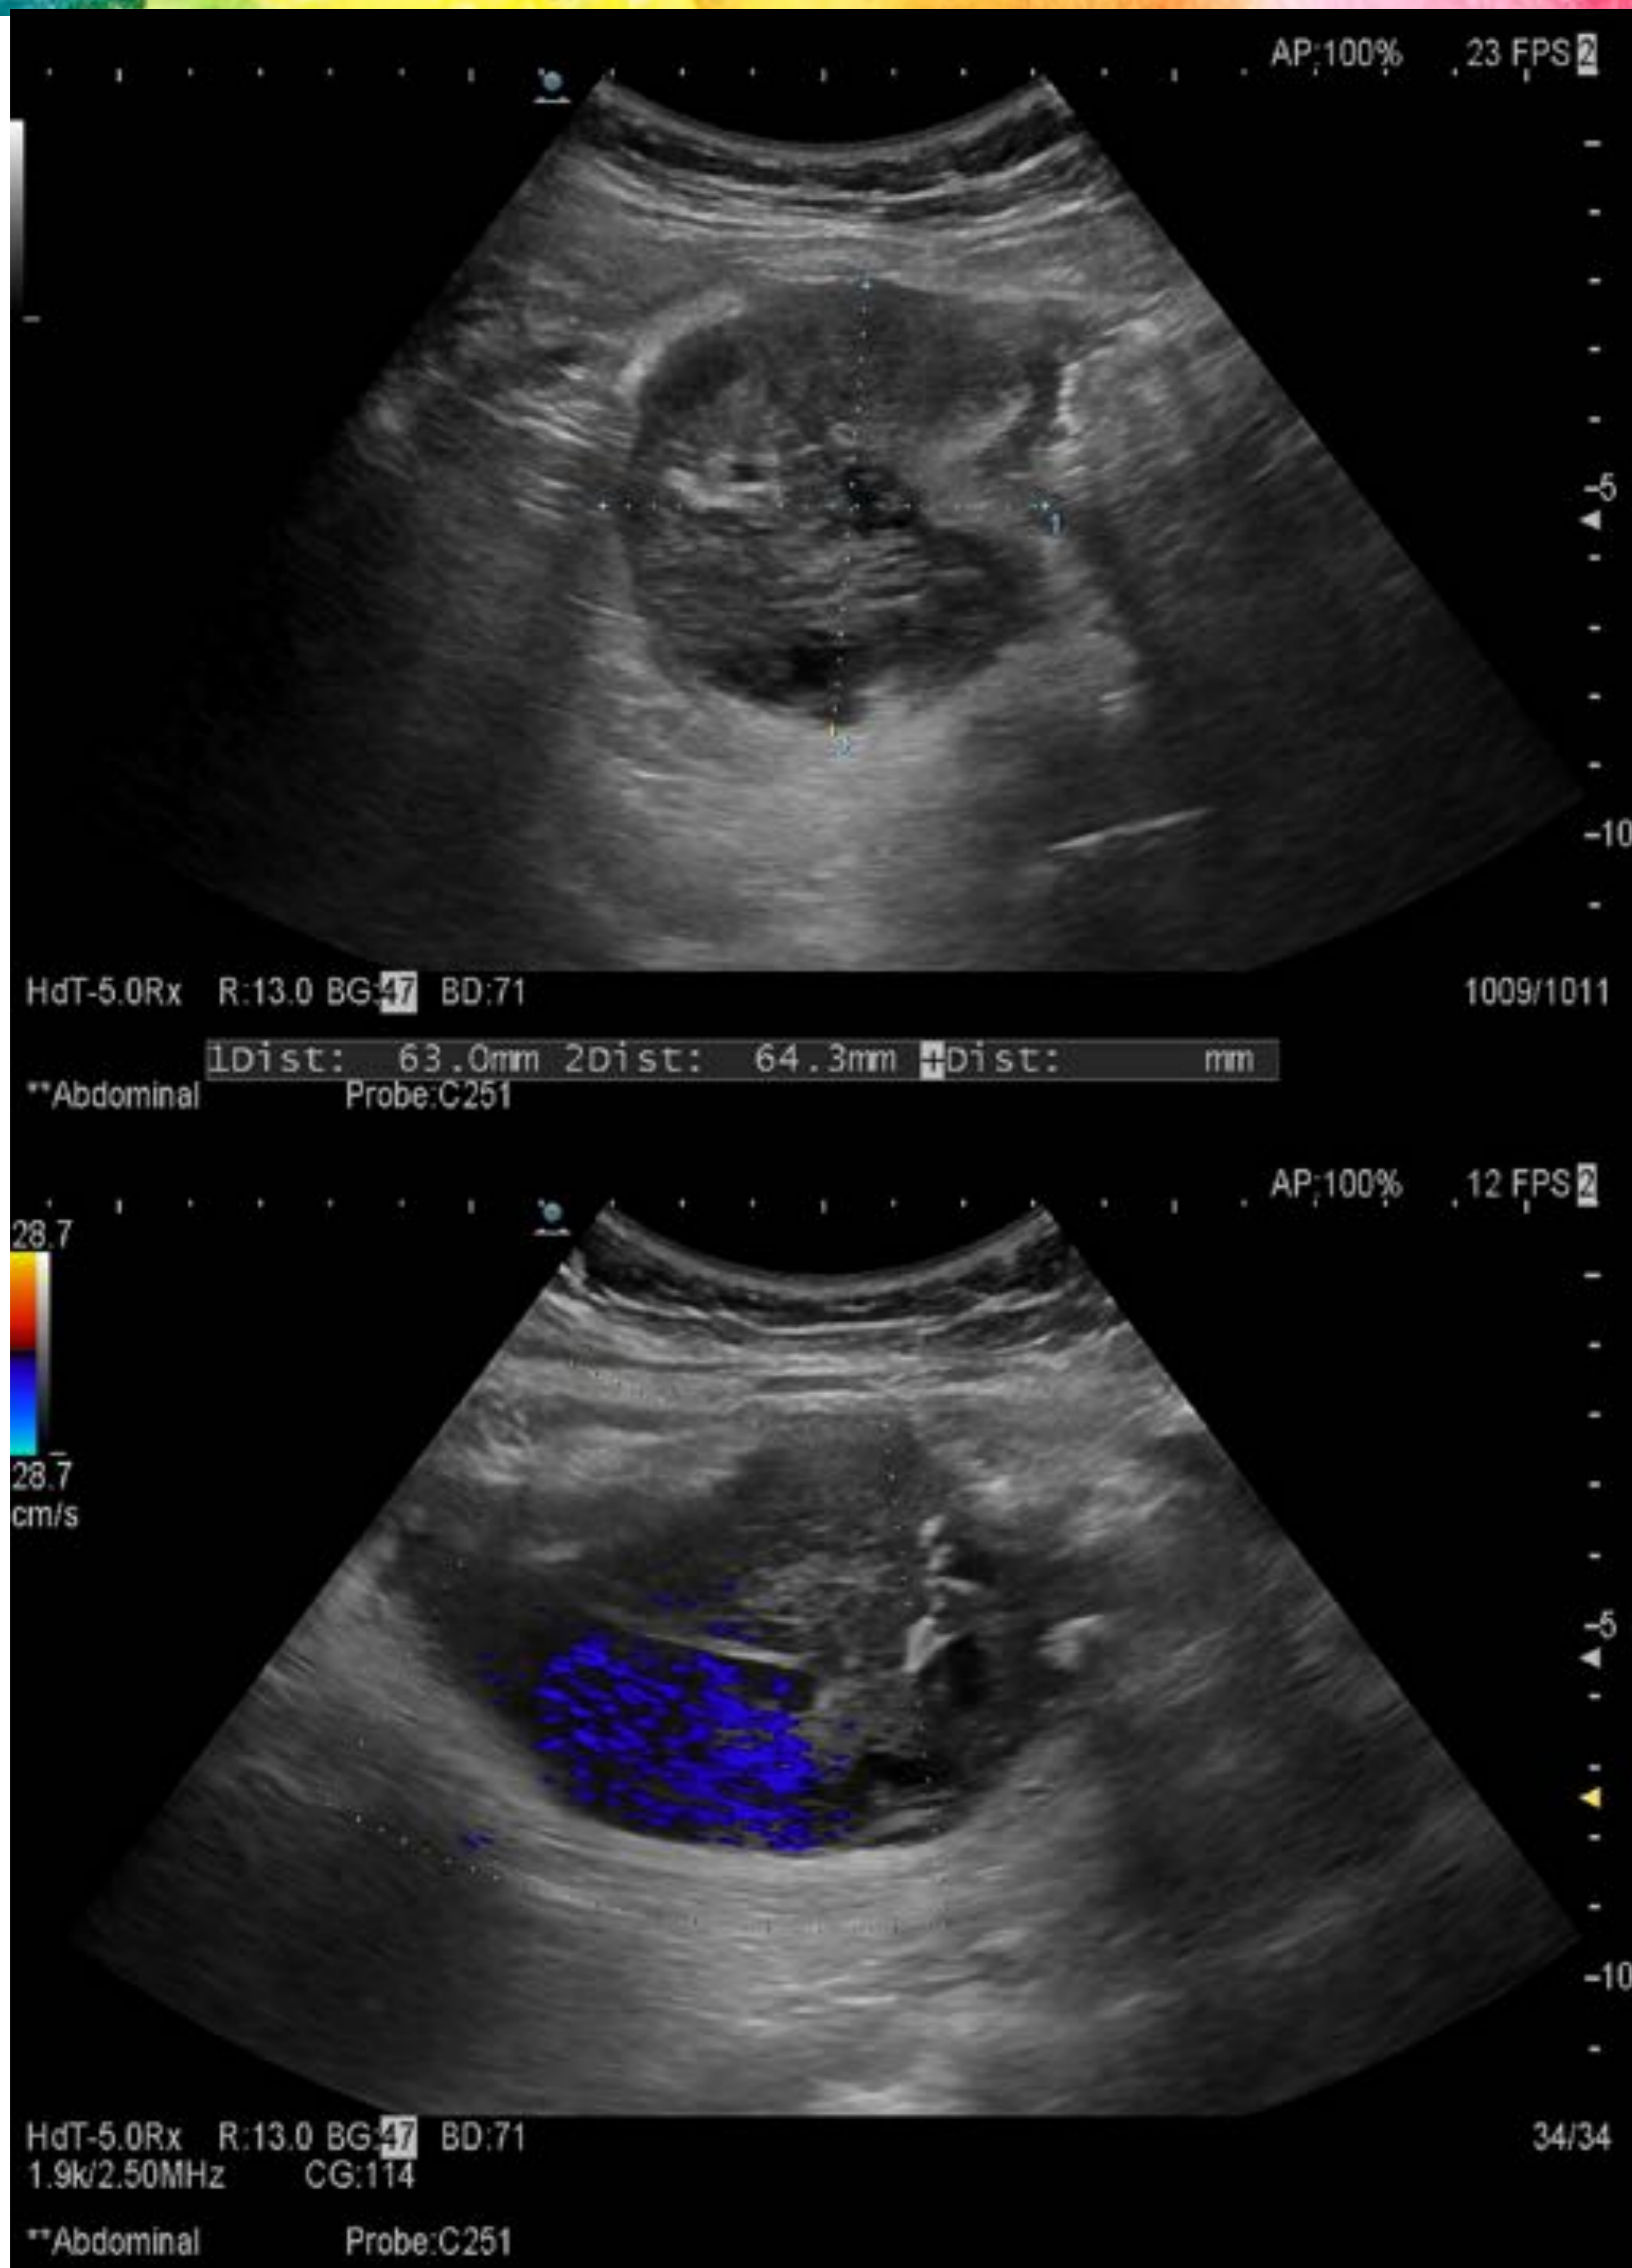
Mujer de 57 años con dolor agudo en fosa ilíaca e hipocondrio derechos, con leucocitosis y PCR elevada. En la ecografía se observa una masa de ecogenicidad mixta de 6,4 x 6,3 x 9,5 cm, sin vascularización aparente mediante Doppler, a la altura del polo inferior renal.
